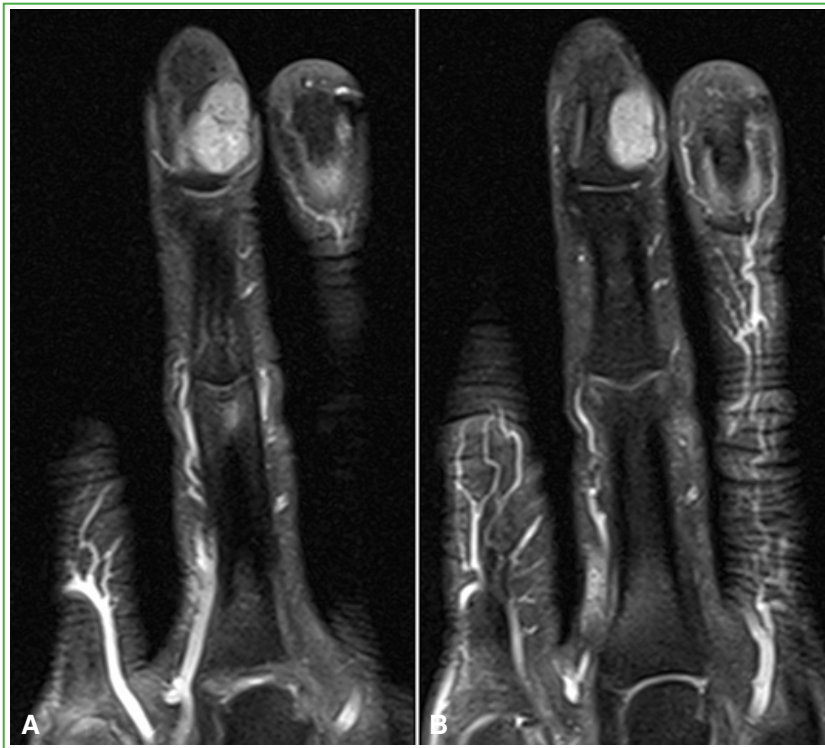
A y B. Cortes contiguos en el plano coronal, DP con supresión grasa (2240/29). La capacidad multiplanar de la RM permite realizar una adecuada valoración prequirúrgica, método terapéutico de elección en este tipo de tumor.
